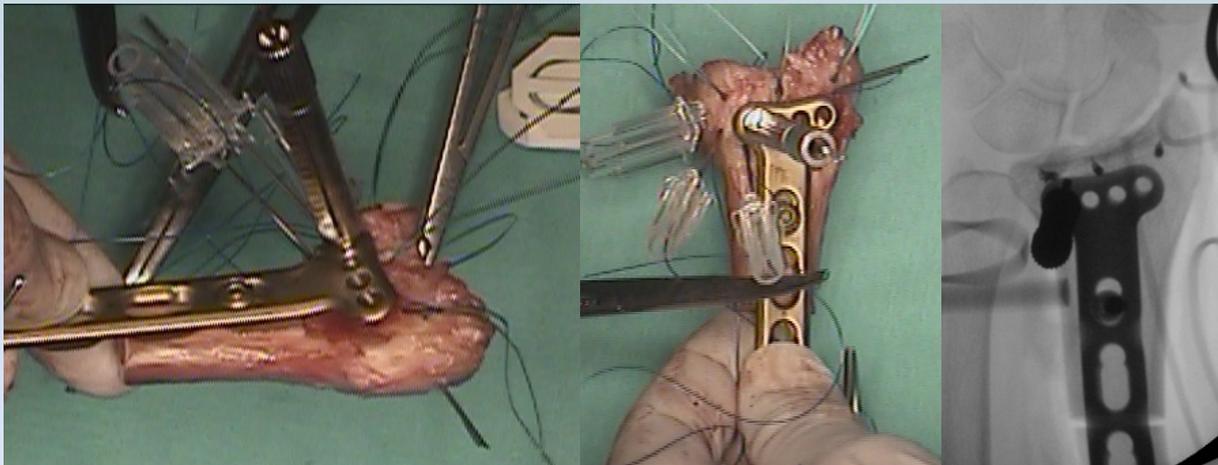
Detalle intraoperatorio de la ubicación de los túneles y los arpones y radiografía de control.
